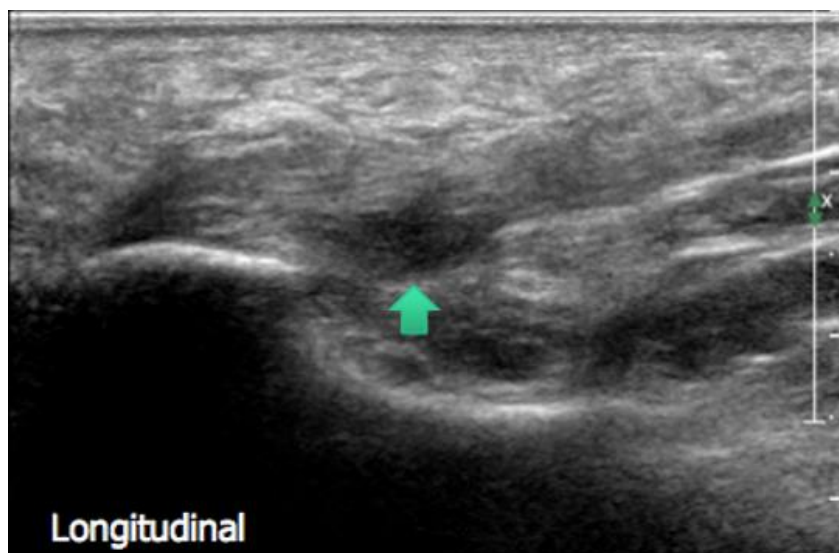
Ecografía en sentido longitudinal. Se aprecia el tubérculo medial del calcáneo y la inserción de la fascia plantar. Dicha imagen rebela fascitis al mismo tiempo que la compresión de la primera rama del nervio plantar lateral, delimitada en su lado derecho por el músculo flexor corto de los dedos. Posición en decúbito prono. (Imagen extraída de la ponencia de *Martinolli en World Congress of Neurology 2013*)
